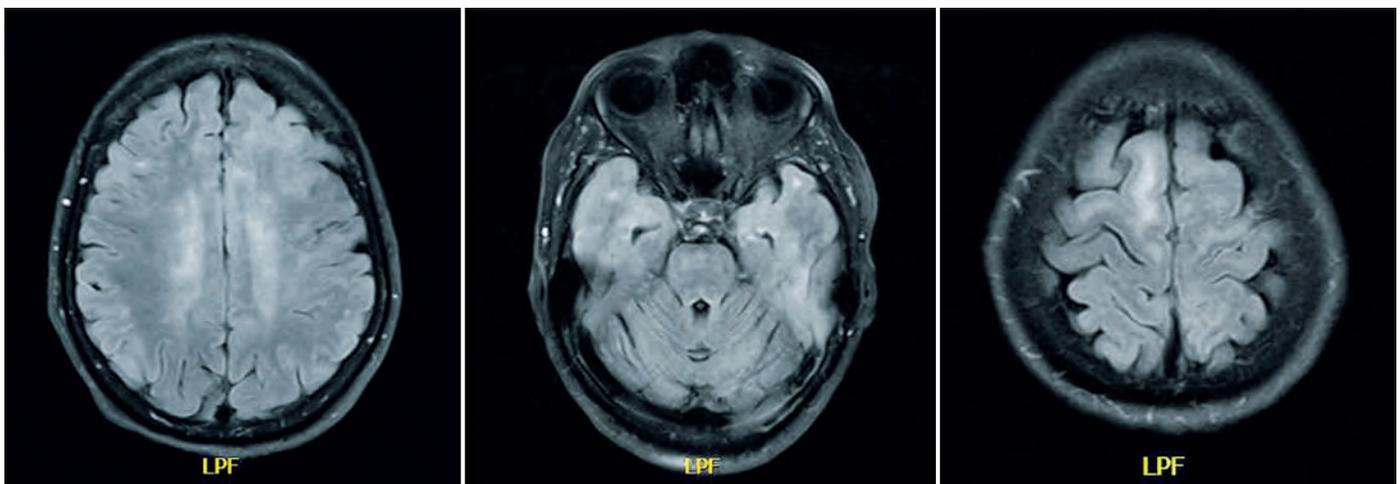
a, b, c: MRT-Bilder mit eher unspezifischen T2/Flair-Hyperintensitäten.
